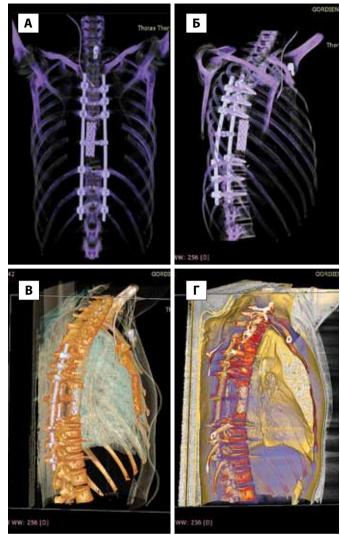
КТ-реконструкции позвоночника и грудной клетки после операции в прямой (А) и боковой (Б) проекциях. Полное расправление легких в послеоперационном периоде (В). Восстановление нормальной позиции сердца после удаления опухоли (Г).
